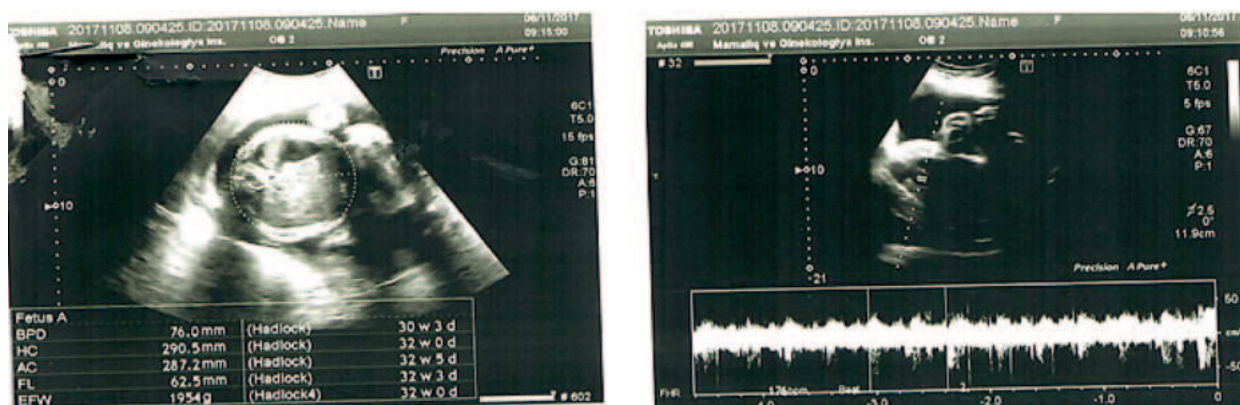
Ultrasound and Doppler examination. Central placenta previa.
